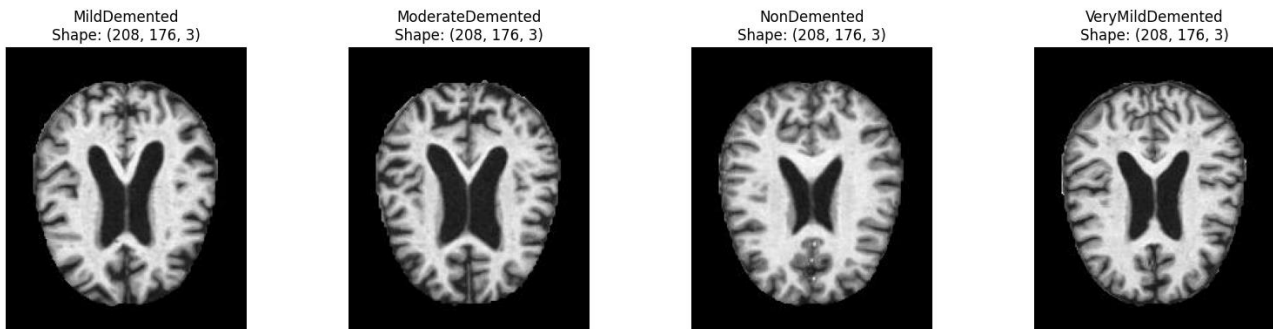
MRI por categoría
